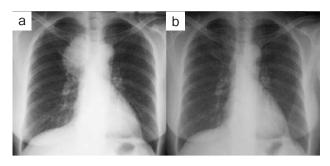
Chest X-ray findings. (a) It shows a well-circumscribed mass with smooth margins, which protrudes from the right upper mediastinum to the right lung field. (b) There were no abnormal findings one year before examination.
